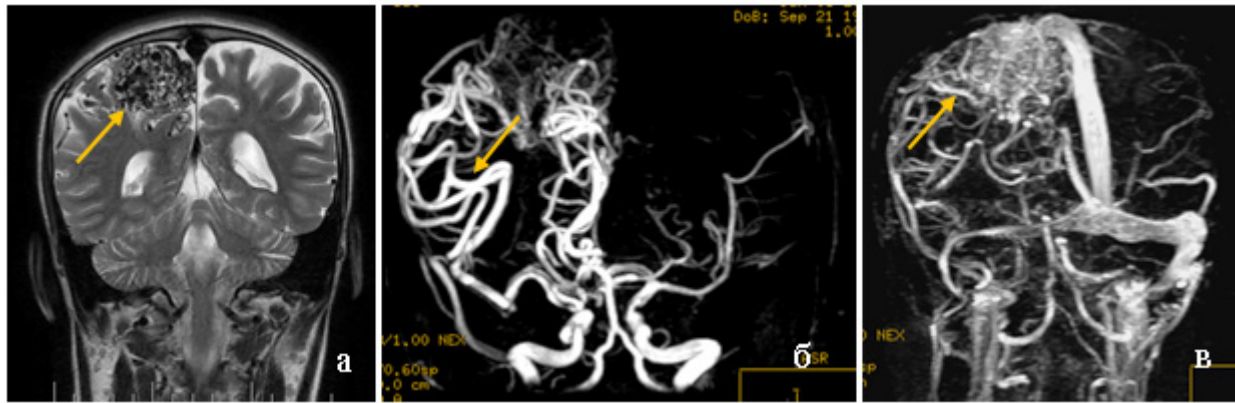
МРТ головного мозга на фронтальной проекции в режиме T₂ (а). АВМ парасагитальных отделов правой лобно-теменной области. На ангиограммах (б, в) выполненных в режиме 3DТОF и 2DТОF определяется интенсивный сигнал аномальных сосудов получающие питание от гипертрофированных правой передней и среднемозговой артерий и дренирующих в верхний сагитальный синус
